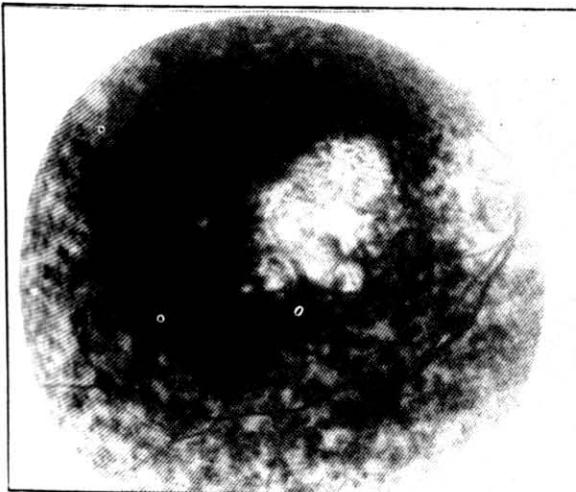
4 nolu olgunun ICG angiografisi (erken dönem) görünümü
